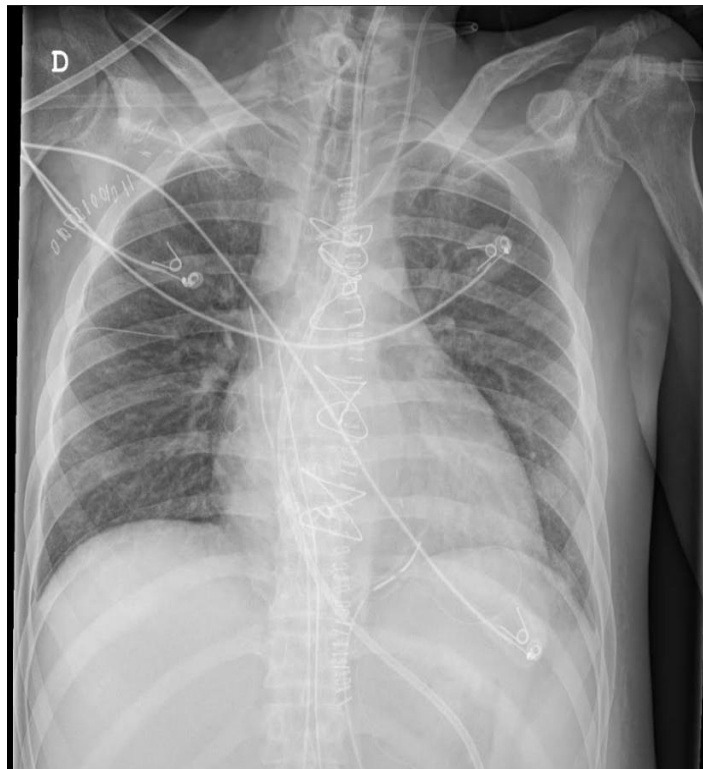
Radiografía de tórax del paciente en el postraplante cardiaco. Se puede el cierre de la toracotomía media y la presencia de la sonda nasogástrica.
